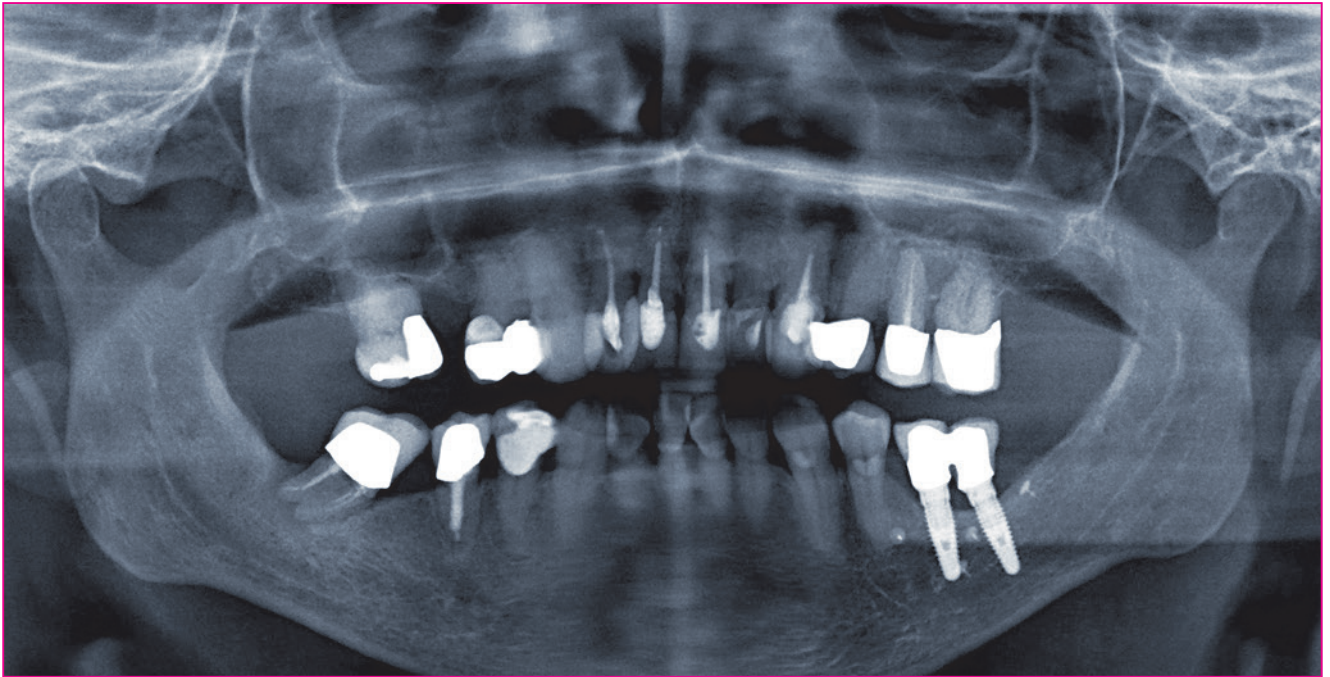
Orthopantomogramm der Ausgangssituation – hier ist die Osteolyse im 2. Quadranten bereits gut zu erkennen.
